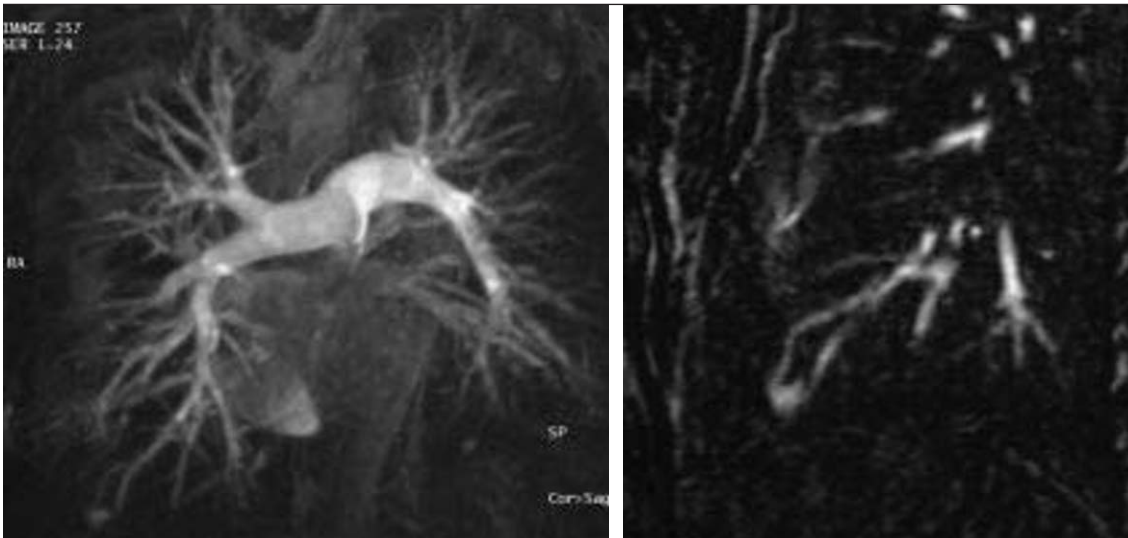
Bilan de maladie de Rendu-Osler en IRM chez une femme de 32 ans.
